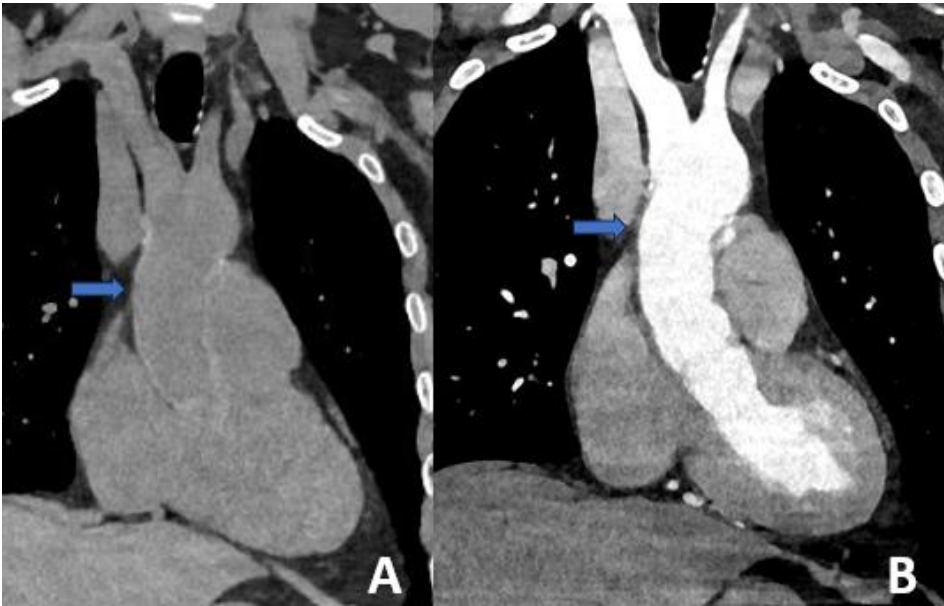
(A) Imagen coronal de la reconstrucción virtual sin contraste de photon counting TC que permite identificar el injerto de aorta ascendente hiperdenso ; (B) imagen coronal de TC con contraste en fase arterial, donde el injerto es difícil de diferenciar.
